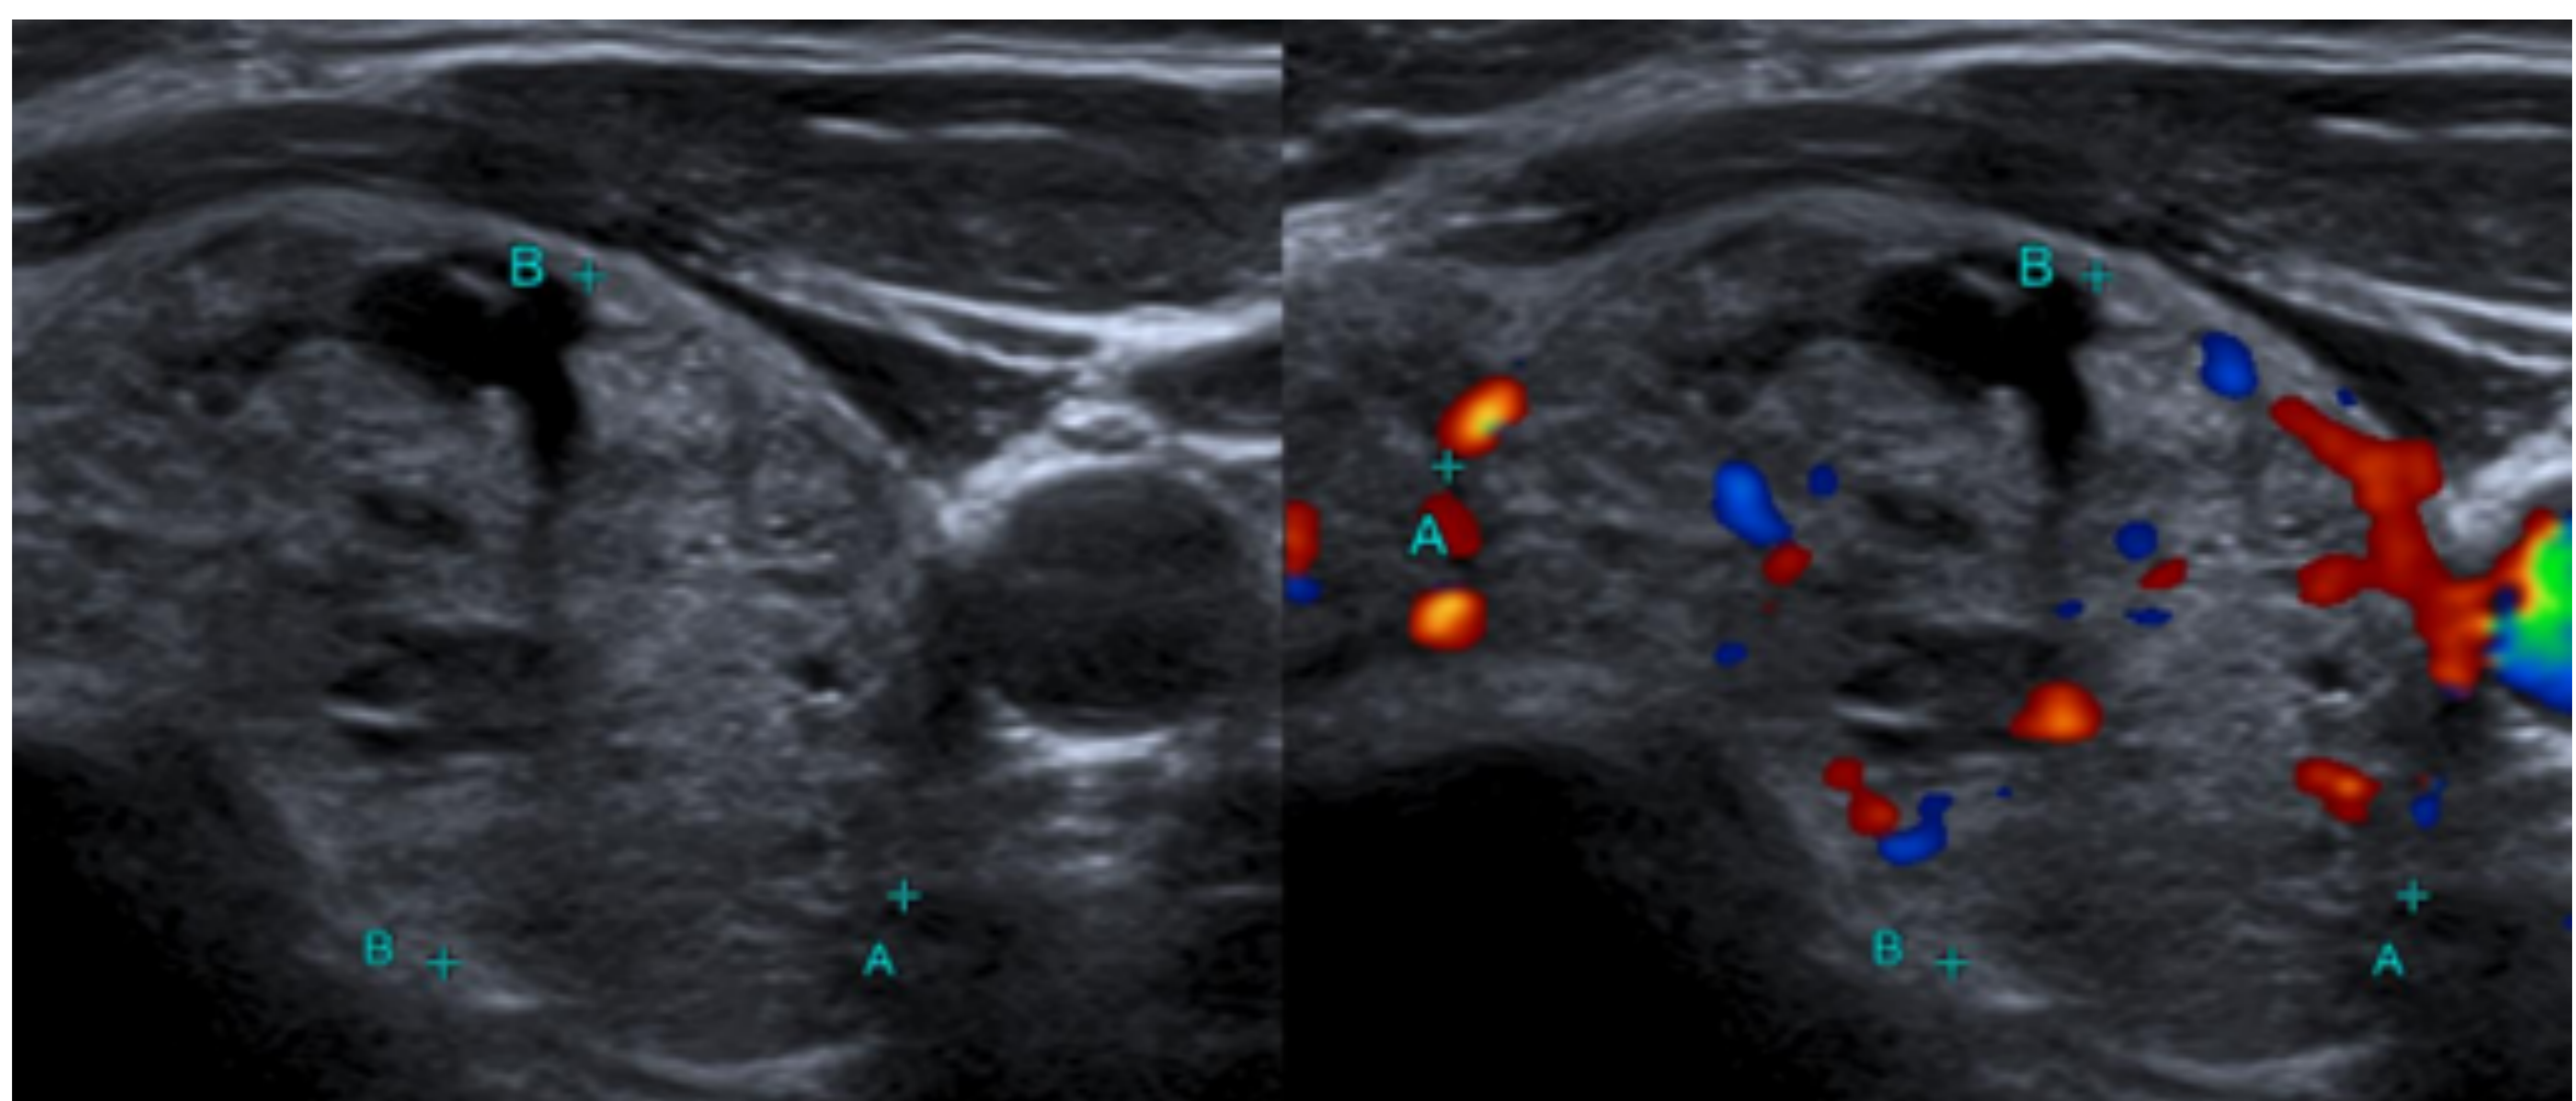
Bocio multinodular adenomatoso. Glándula tiroidea aumentada de tamaño a expensas del LTI, donde se observa un conglomerado nodular, de naturaleza mixta, con predominio del componente sólido isoecogénico. En modo Doppler observamos una vascularización normal y predominantemente periférica del conglomerado nodular.
